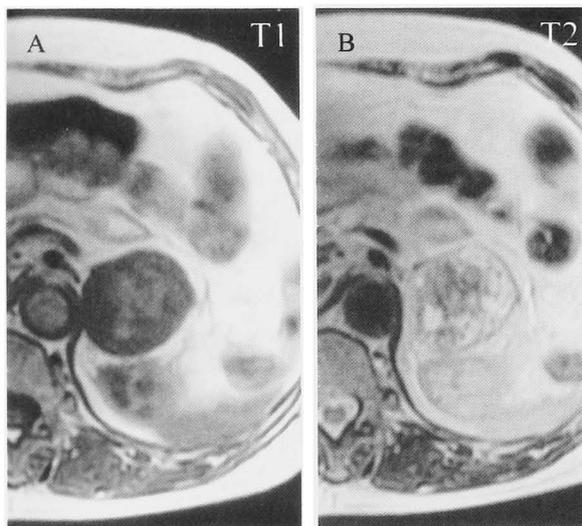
T1-weighted (A) and T2-weighted (B) MRI showed low signal intensity and mixed intensity of the mass, respectively.
